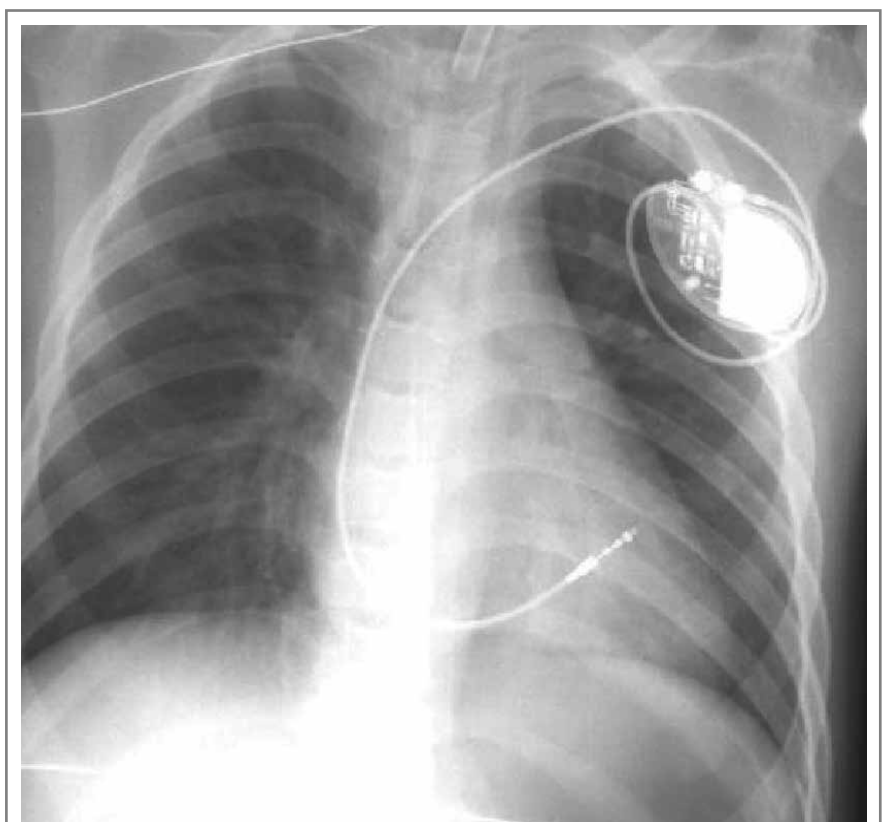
Radiografia de tórax demonstrando uma unidade geradora no subcutâneo, ligada ao cabo condutor, cuja extremidade encontra-se no interior do VD.
